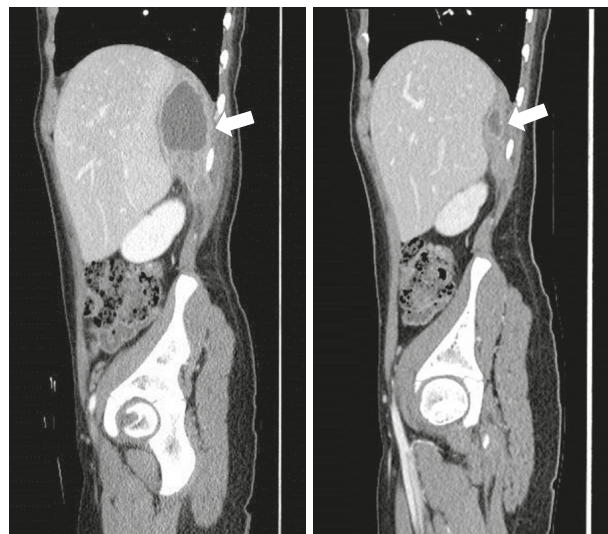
Computed tomography scans showing a retroperitoneal abscess in a 10-year-old female adolescent who presented with fever and right flank pain. (A) Initial contrast-enhanced computed tomography scan showing fluid collection along the right lateral abdominal wall extending cephalad into the retrohepatic region (arrow). (B) Scan obtained after percutaneous drainage and antibiotic therapy at follow-up evaluation 4 weeks later showing a significantly reduced volume of the previously observed fluid collection (arrow).
